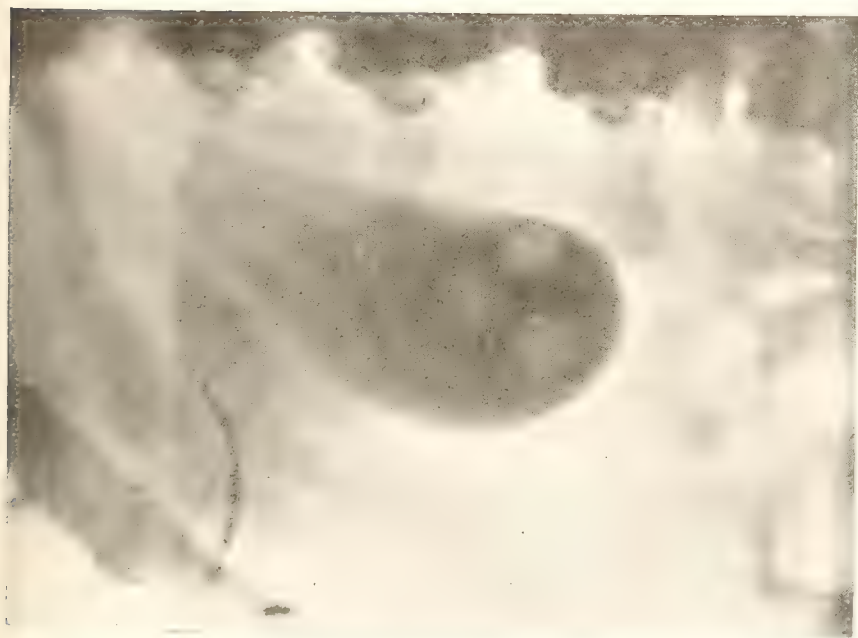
Radiographie d'une vésicule lithiasique avant le repas cholecystokinétique de Boyden. Conservation intégrale de la perméabilité et de la contractilité.
